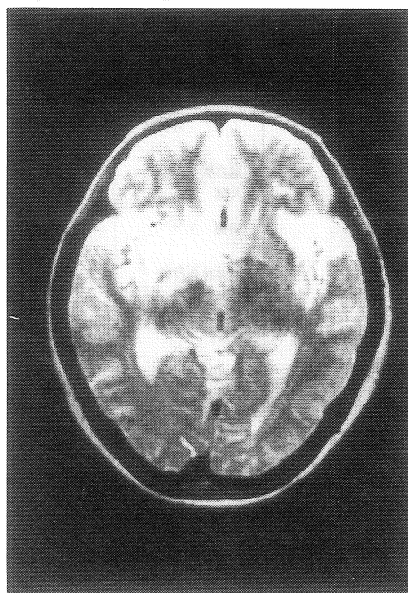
症例 1—発症 19 日後の MRI, T₂強調画像。右側頭葉前方から内側部と島部、左側頭葉内側部と島部に高信号領域を認める。
